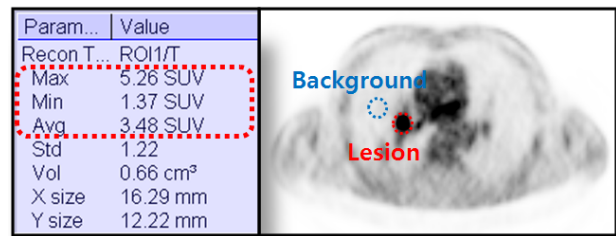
Measurement of lesion max SUV and background average SUV on patient using SEIMENS syngo MI application Ver. 7.0
